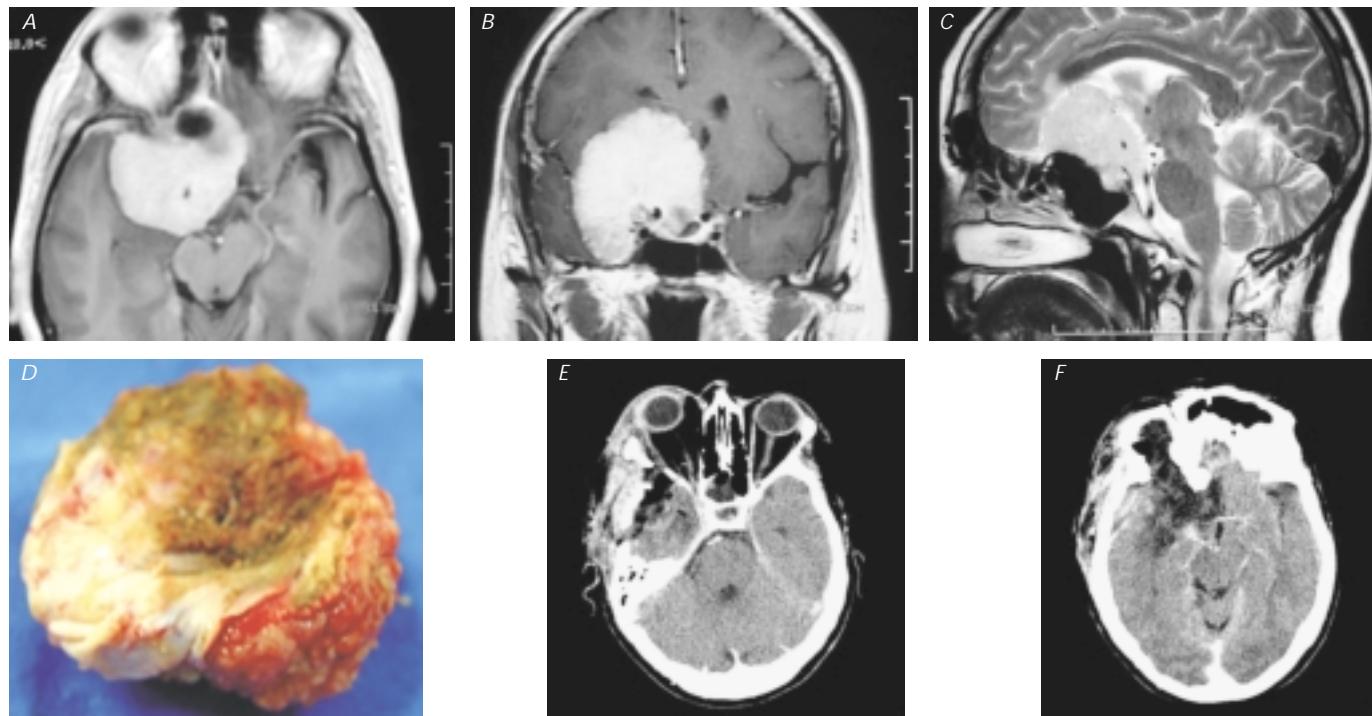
Ilustración de caso. A, B y C. Imagen de resonancia magnética preoperatoria en cortes axial, coronal y sagital en secuencia de intensidad de señal T1, T1 gadolinio y T2. D. Pieza quirúrgica. E, y F. Tomografía axial computada postquirúrgica simple y contrastada.
